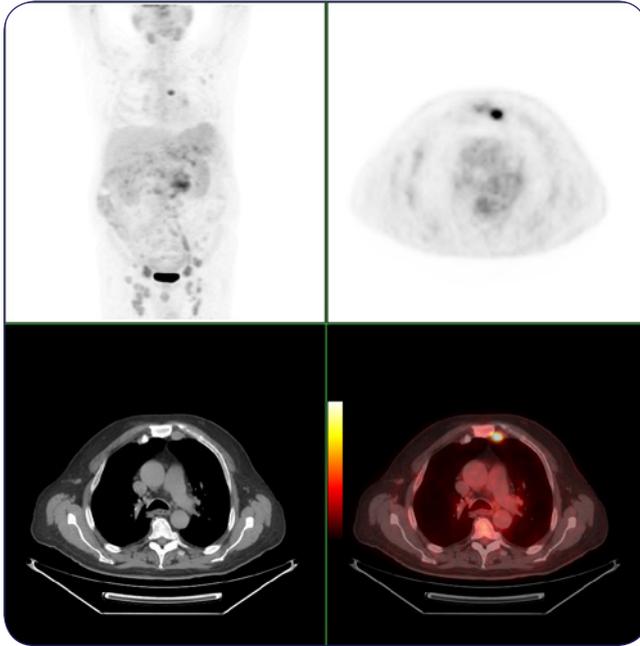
PET-TAC cuerpo entero fluordesoxiglucosa-F18.
